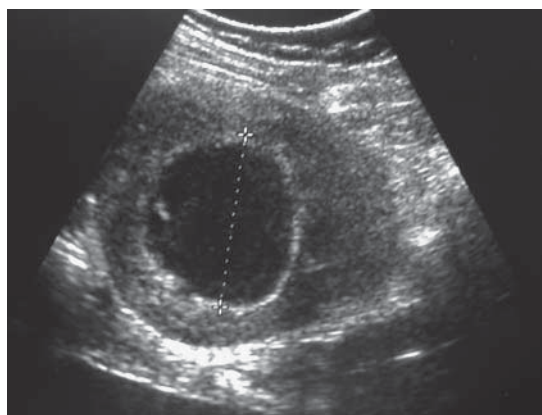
Ecotomografía renal izquierda con absceso renal de 4,6 cm.
